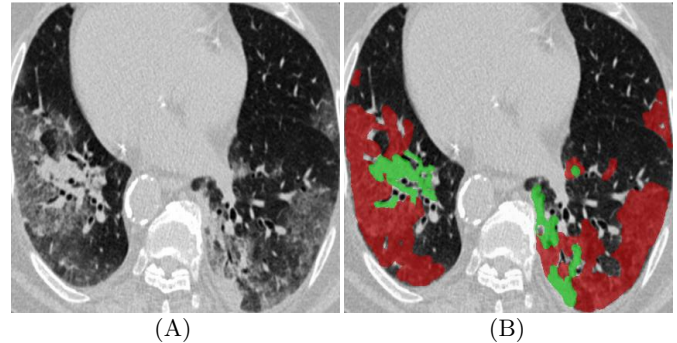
二维 CT 图像 (A) 中新冠肺炎感染区域 (B) 的示例图,其中红色和绿色掩膜分别代表毛玻璃影和肺结节区域。图像取自 [10]。
